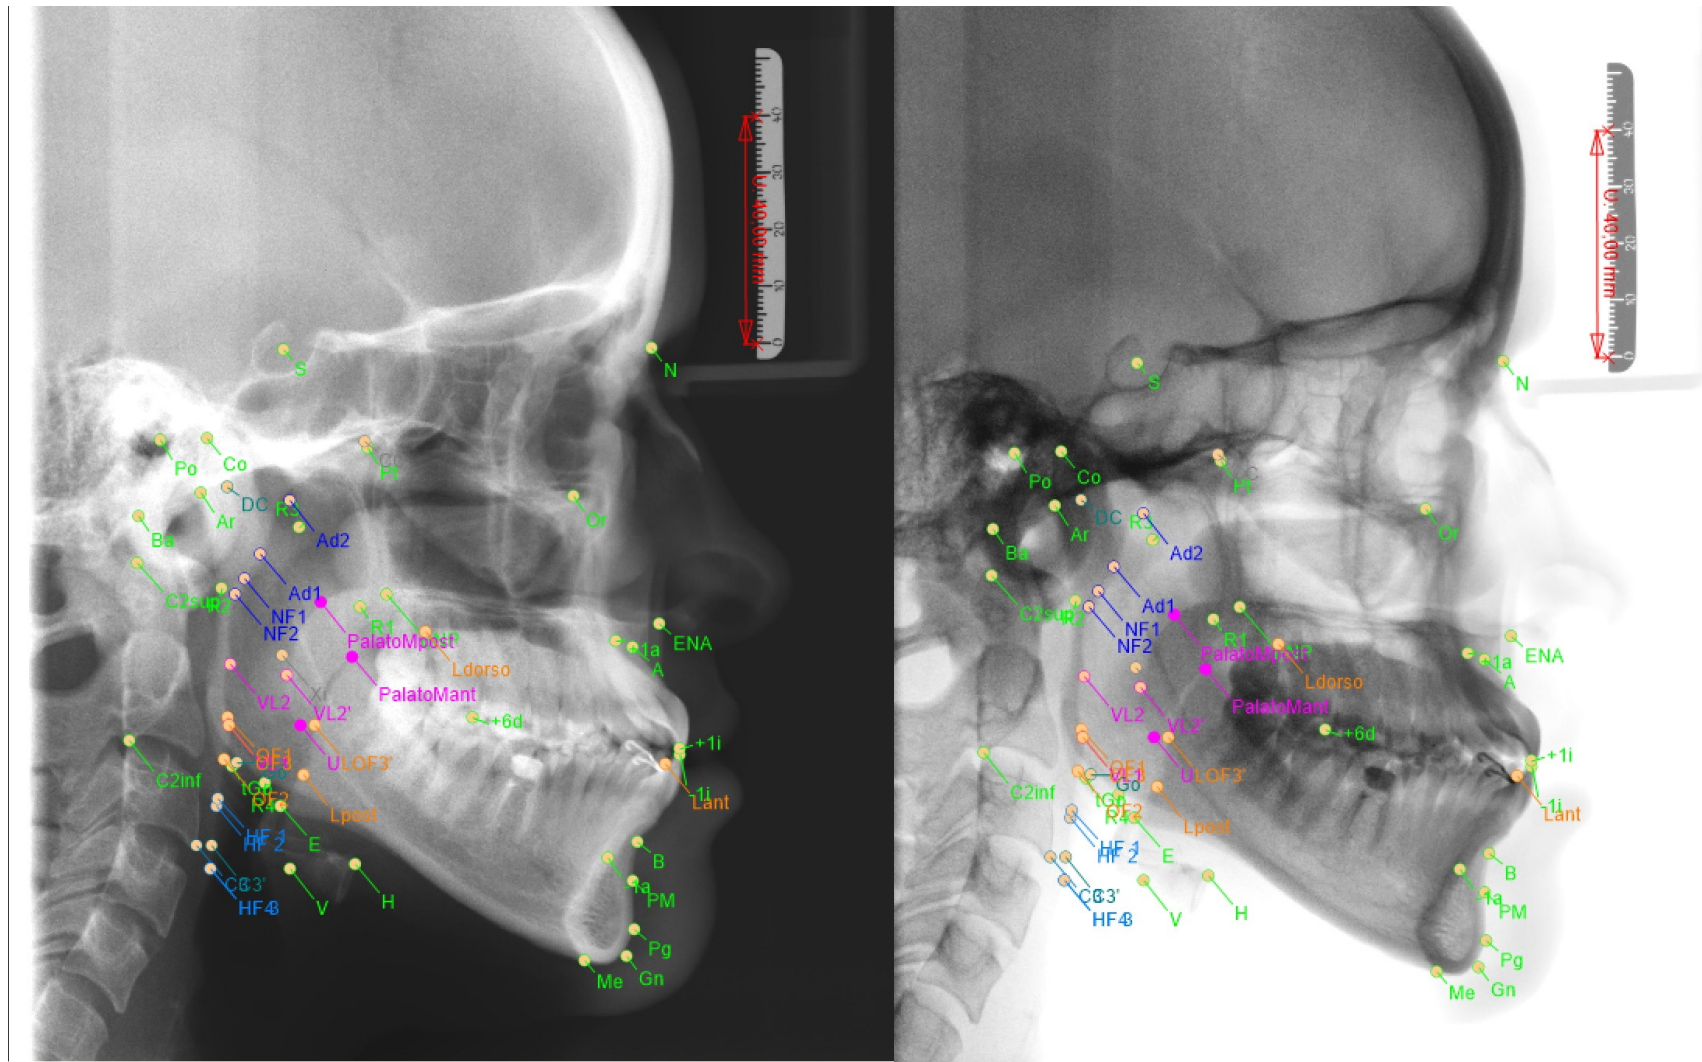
Caso 4: Telerradiografia diagnóstica/pré-operatória (normal e negativo)
